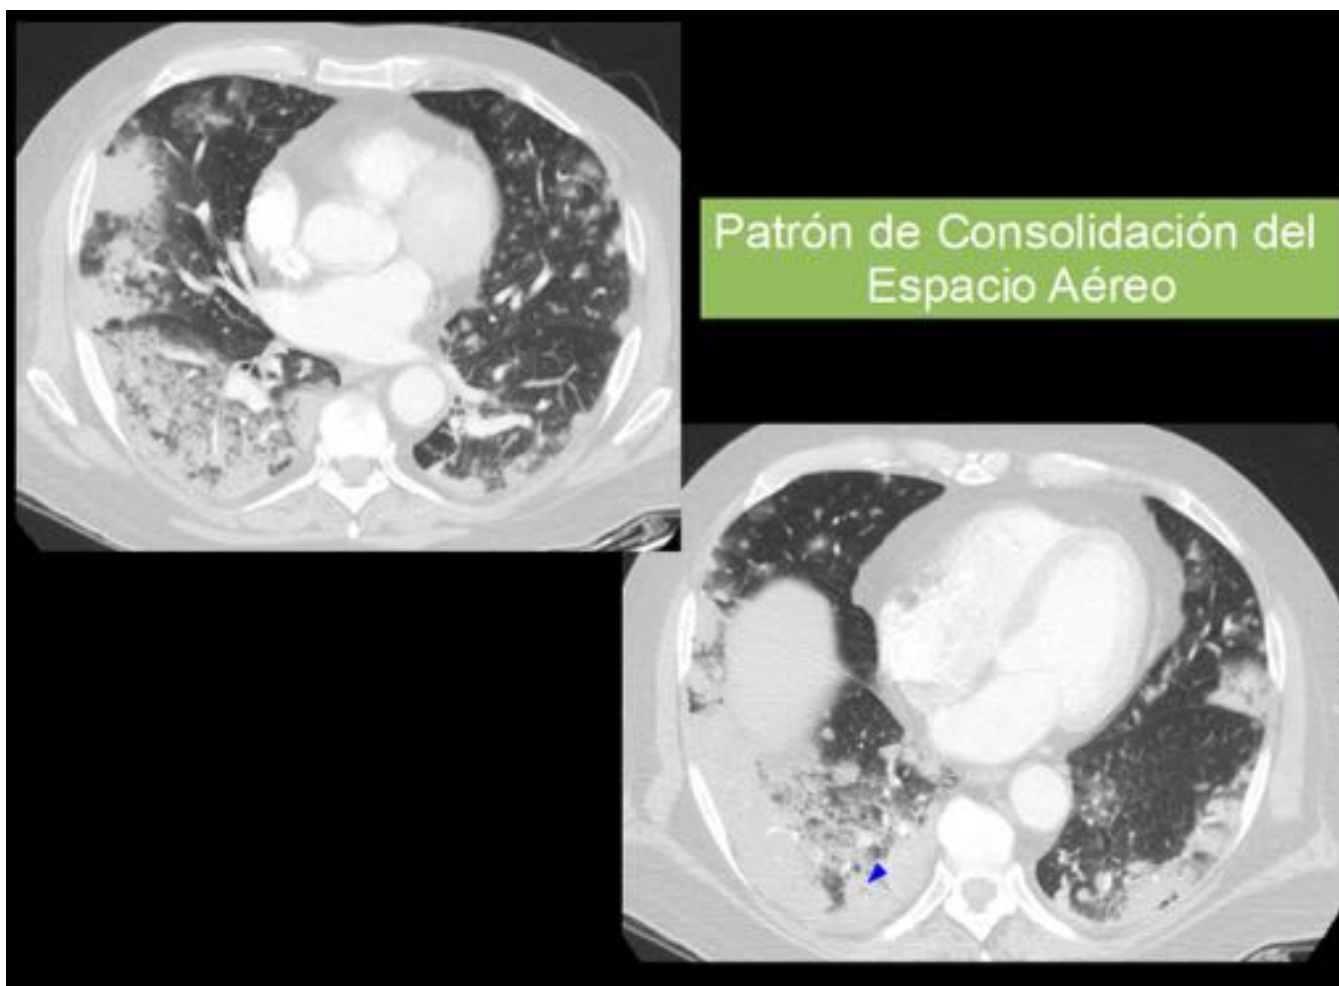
Patrón Consolidación del Espacio Aéreo. Varón de 68 años con metástasis de adenocarcinoma de páncreas. Corte axial de TC. Consolidaciones parcheadas, convergentes, con broncograma aéreo (punta de flecha), algunas de bordes mal definidos y con opacidad en vidrio esmerilado periférica.
